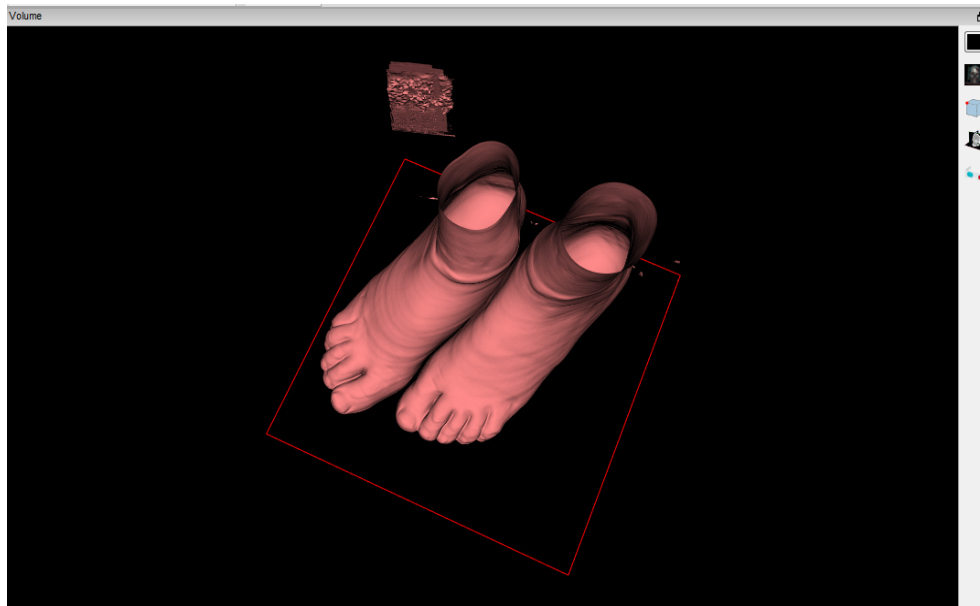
Imagem 3D com separação da pele das demais estruturas biológicas reconstruídas de imagens de TC.
